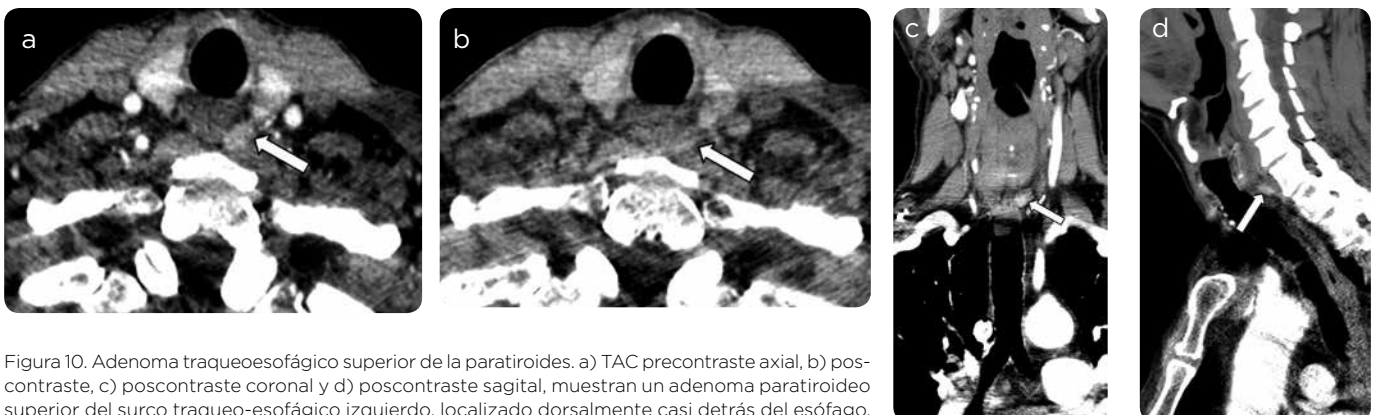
Adenoma traqueoesofágico superior de la paratiroides. a) TAC precontraste axial, b) poscontraste, c) poscontraste coronal y d) poscontraste sagital, muestran un adenoma paratiroideo superior del surco traqueo-esofágico izquierdo, localizado dorsalmente casi detrás del esófago.
